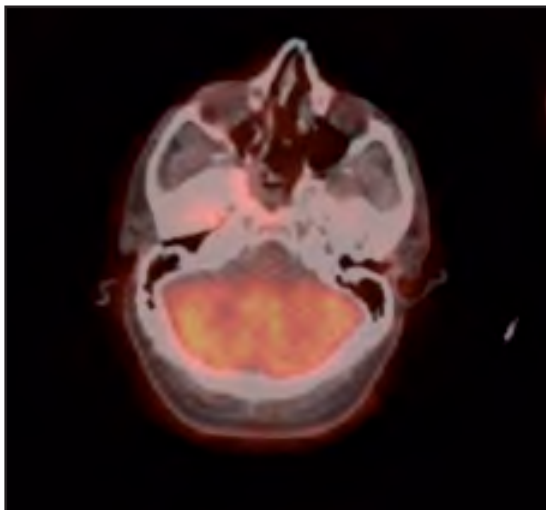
PET/CT realizado a paciente del cuarto caso tres semanas después de su cirugía. Se observan cambios posquirúrgicos en celdillas etmoidales, seno esfenoidal y cavidad nasal posterior, sin hipercaptación significativa salvo en borde quirúrgico óseo esfenoidal a derecha (SUVmax: 4,3).
